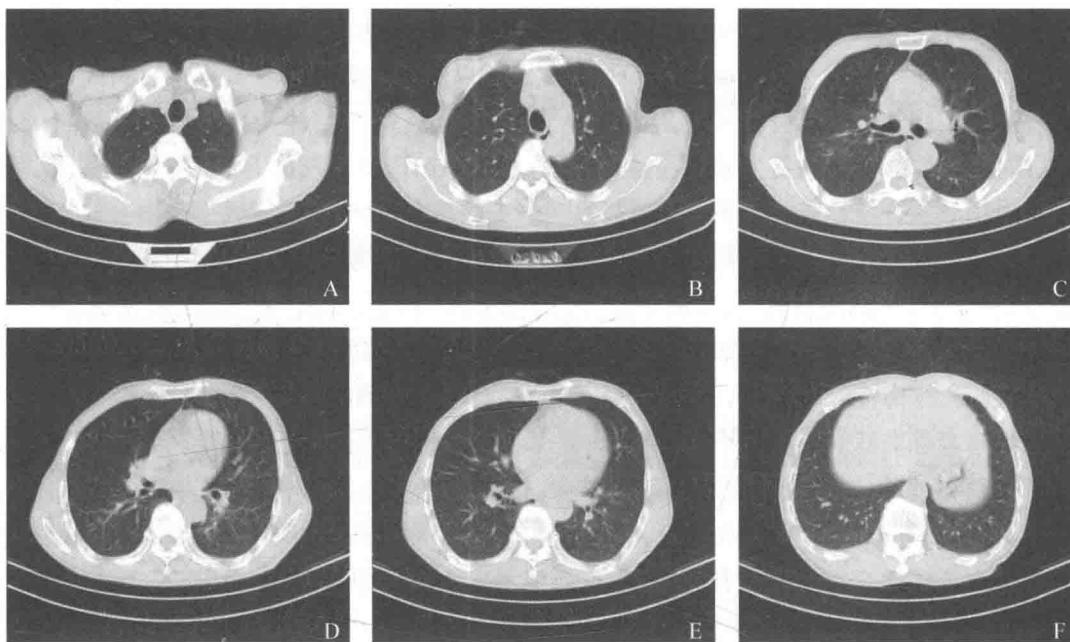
出院时胸部 CT 扫描显示：与入院时相比，两肺炎症明显吸收
